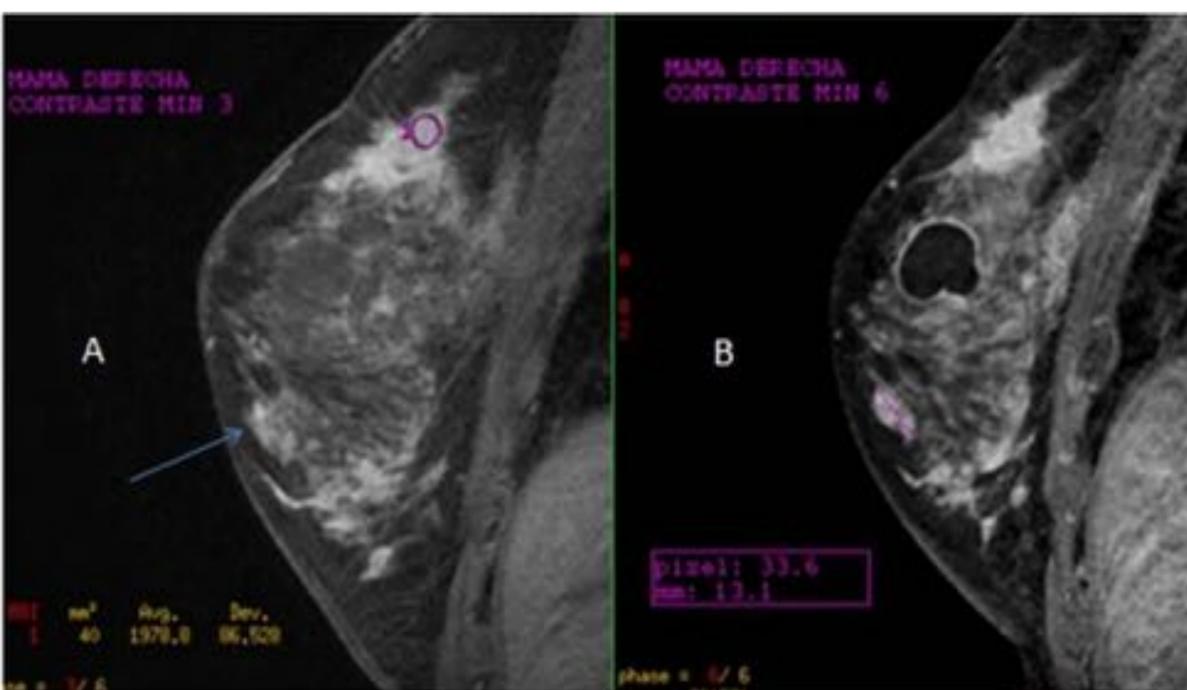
Mujer de 44 años en tratamiento con quimioterapia neoadyuvante. A. Imagen sagital de RM potenciada en T1 con saturación de la grasa en la que se observa una lesión espiculada en UCS (1) con diagnóstico de Carcinoma ductal infiltrante. En CII se observa otra captación no masa focal cuyo diagnóstico histológico es de lesión esclerosante compleja sin infiltración neoplásica (flecha). B. Imagen sagital de RM potenciada en T1 con saturación de la grasa de seguimiento a los 6 meses en la que se objetiva una respuesta parcial de la lesión neoplásica y estabilidad de la lesión esclerosante compleja.
